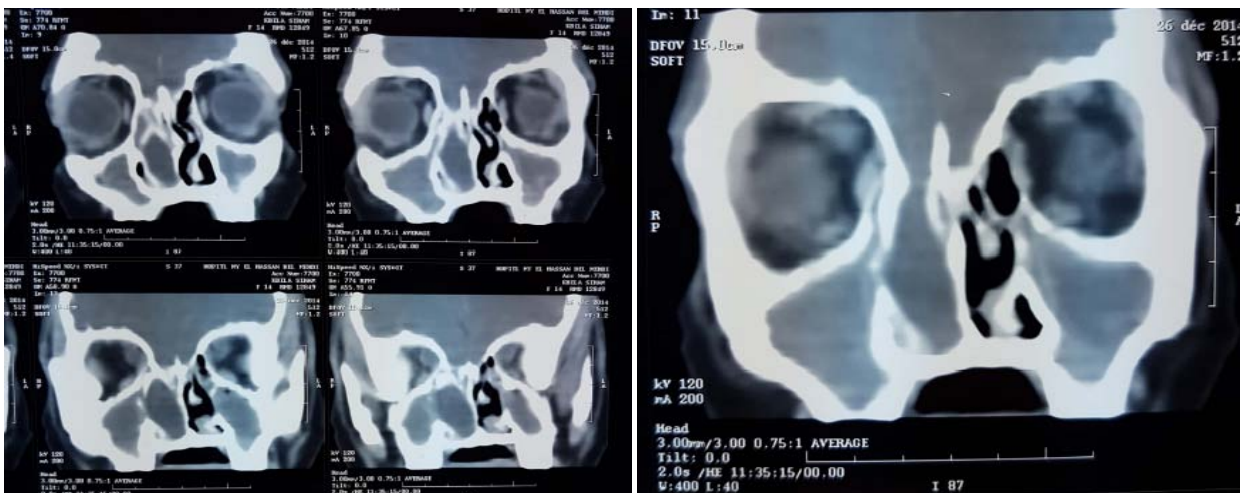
Image TDM en rapport avec un méningoencéphalocèle éthmoïdal droit occupant la fosse nasale droite et la choane à travers un defect osseux au niveau de l'étage antérieur.
